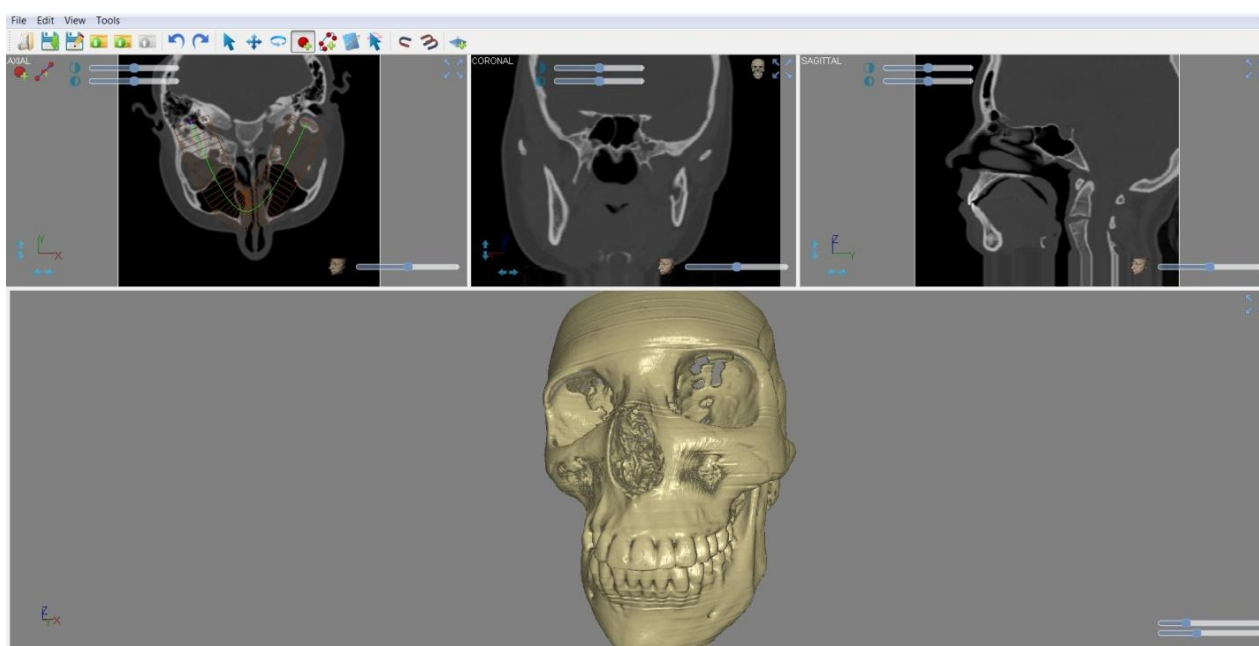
Реформирование костных тканей по данным КТ
